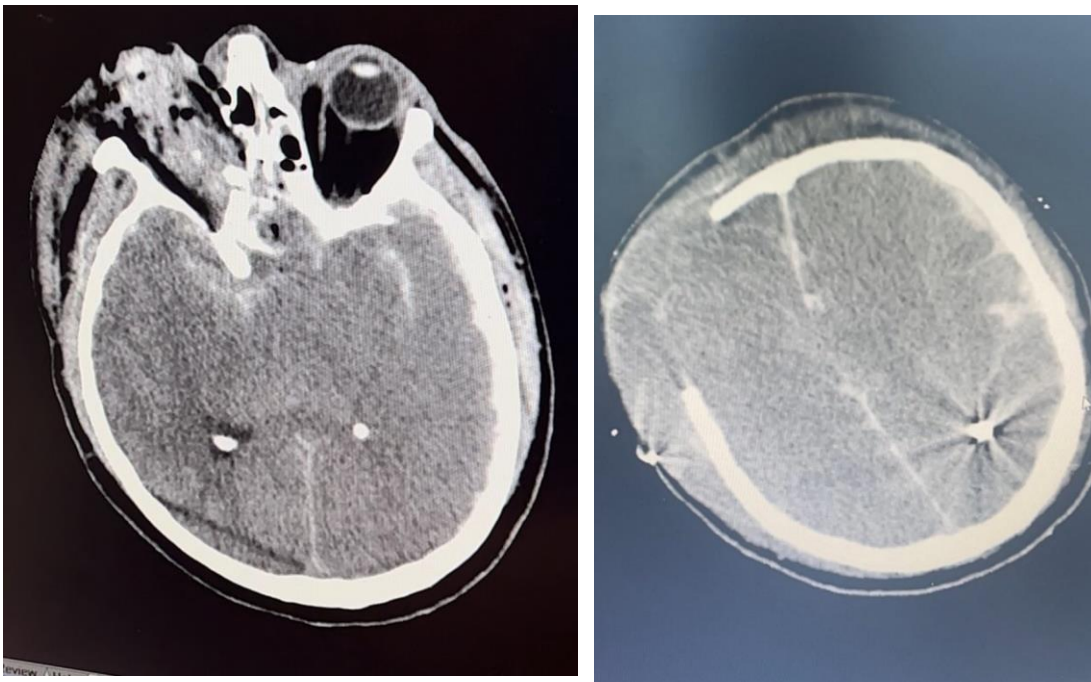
Спостереження № 71 Пацієнт І. 39р. КТ головного мозку після проведення ПХО в об'ємі видалення гематоми по ходу ранового каналу в правій лобній ділянці, пластика ТМО та основи черепа окістям. Видалення оболонок правого ока. набряк набухання головного мозку. Зміщення серединних структур зліва на право, пролабування речовини головного мозку в кістковий дефект справа. Без ознак ліквореї в післяопераційному періоді.
